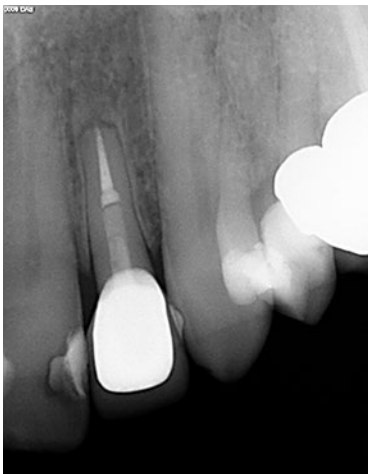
Die Röntgenkontrolle 1 Jahr nach der Extrusion zeigt eine durch Resorption deutlich verkürzte Wurzel bei konsolidiertem periapikalem Knochen.
